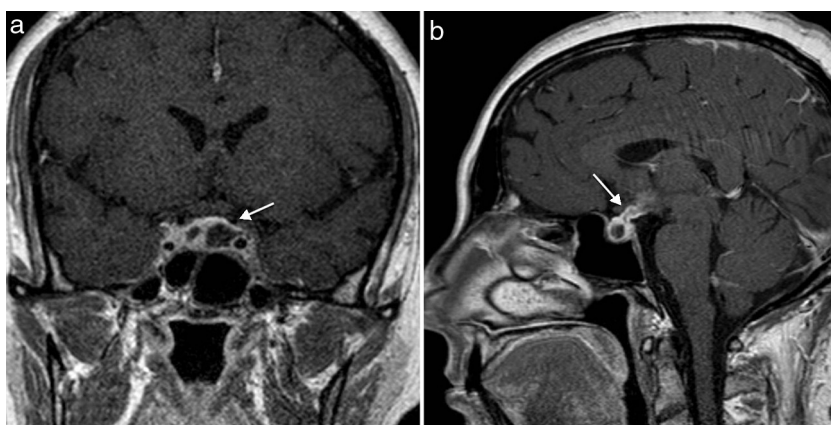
Imágenes de RM en el plano coronal (a) y sagital (b) ponderadas en T1 tras la administración de gadolinio por vía intravenosa. En (a) se observan 2 lesiones quísticas en la glándula hipofisaria que presentan realce periférico en anillo (flecha). En (b), el tallo también se observa engrosado y con realce periférico (flecha).
